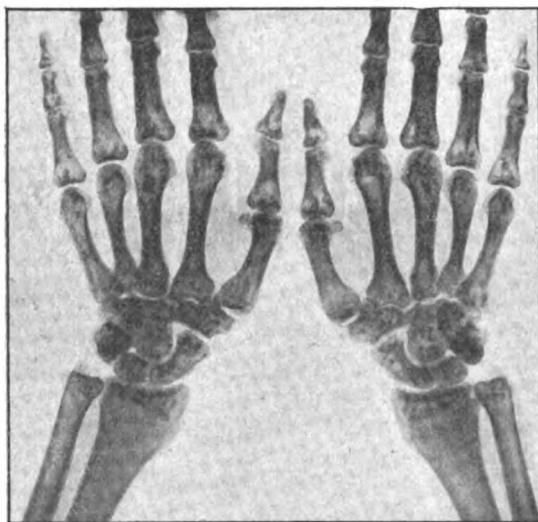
Radiographie des mains et poignets.
